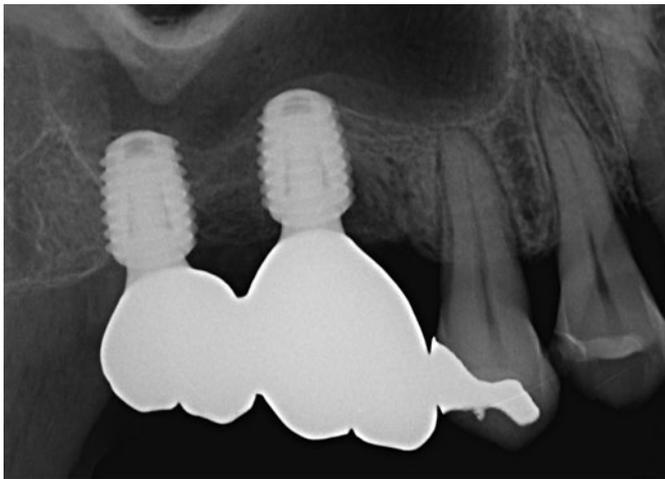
術後12週で上部構造をスクリー固定により装着してから6ヶ月後のフォローアップ時のX線写真。骨補填材無しの洞底挙上部でのインプラント周囲には、はっきりとした新生骨の形成が認められた。またインプラント頸部周囲のMBLは認められない。
